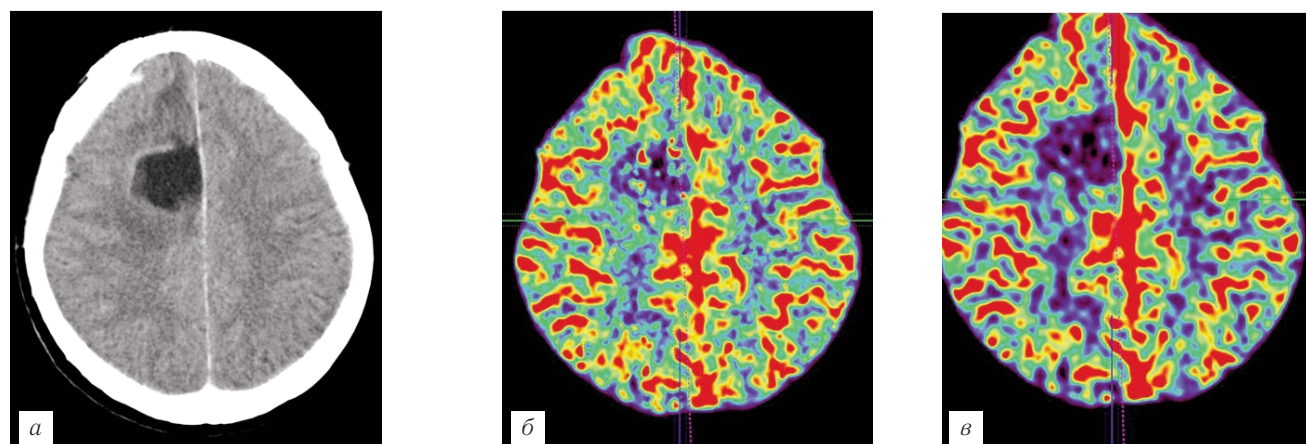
Состояние после тотального удаления глиомы правой лобно-теменной области: а — стандартная МСКТ с внутривенным контрастированием: определяется зона накопления контрастного препарата в области постоперационных изменений, вокруг кистозного участка; КТ-перфузия, режимы CBF (б) и CBV (в) — отмечается отсутствие повышение показателей по периферии выявленных изменений.
